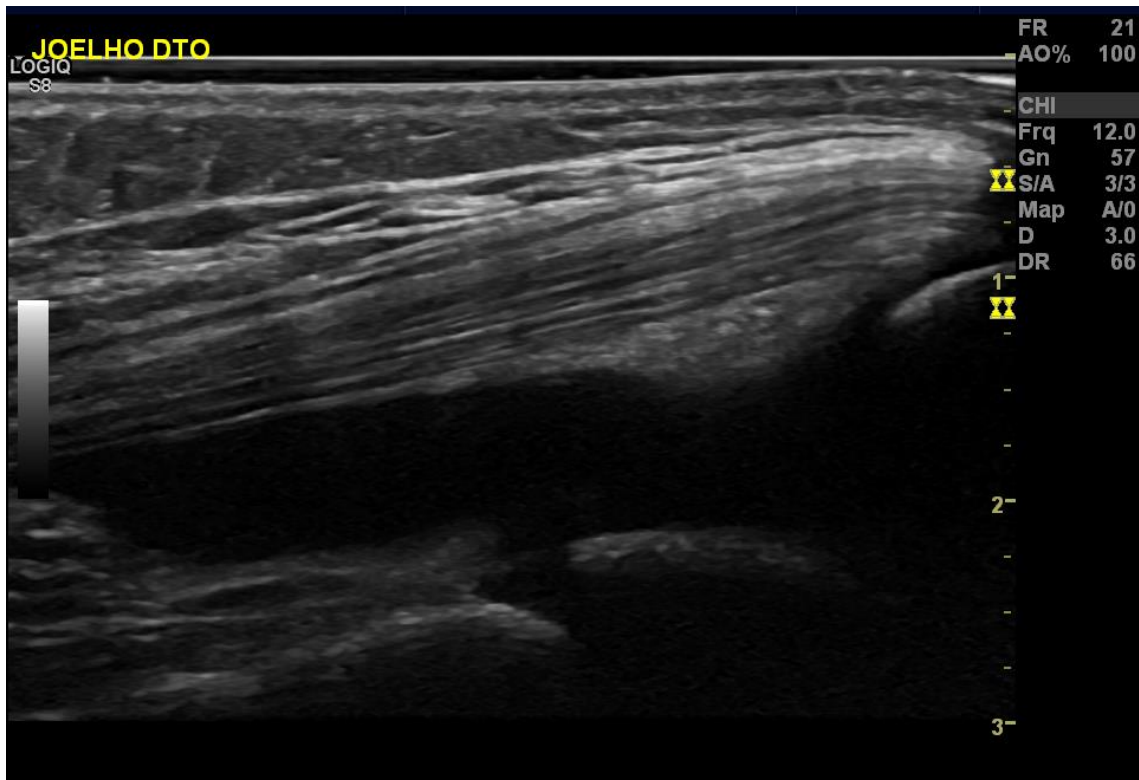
Imagem de ecografia de um joelho direito com derrame (patológico).
